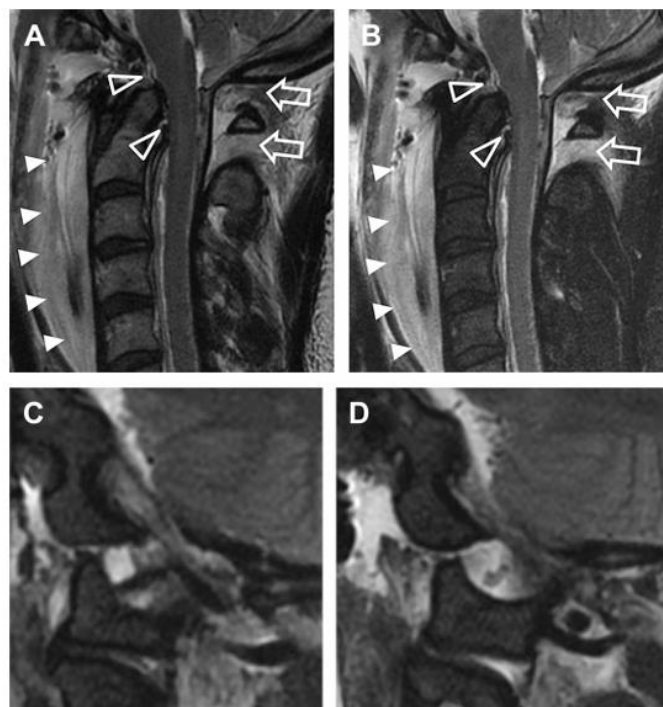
IRM du rachis cervical (séquences T2 [A] et T2 avec suppression de graisse [B]) montrant un hématorme prévertébral (têtes de flèches) associé à une rupture des ligaments atlanto-axoïdiens et atlanto-occipitaux, de la membrane tectoriale, du ligament apical de l'odontoïde et des fibres supérieures du ligament transverse. Le canal rachidien est rétréci sans lésion médullaire patente, avec œdème médullaire discret. Les coupes T2 FS (C, D) objectivent une subluxation des condyles occipitaux par rapport à C1. (59)
